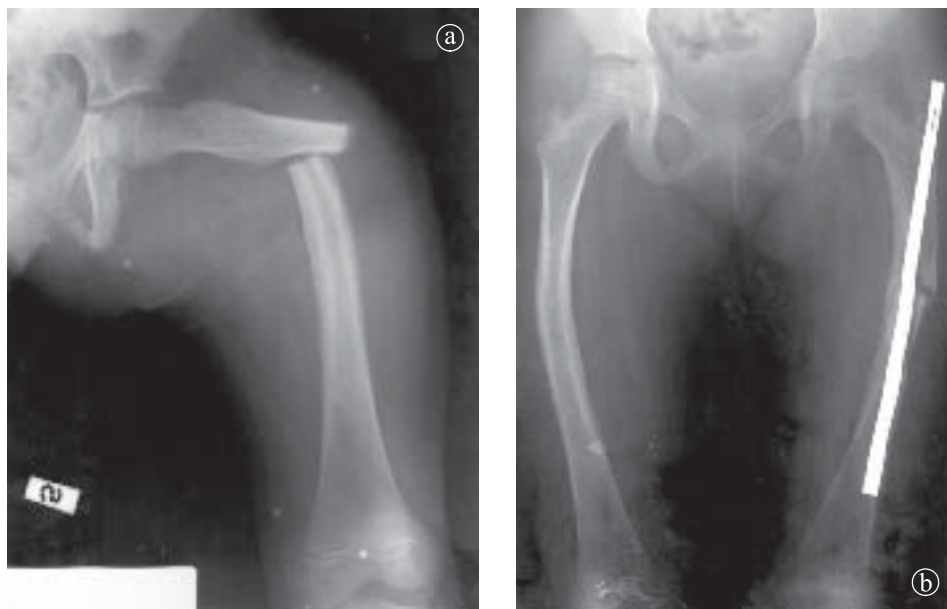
32. Osteogeneză imperfectă: Tip I. Fractură pe fond patologic. a) Radiografie femur preoperator, b) Aspect postoperator. Osteosinteza metalică cu tijă centro-medulară.
